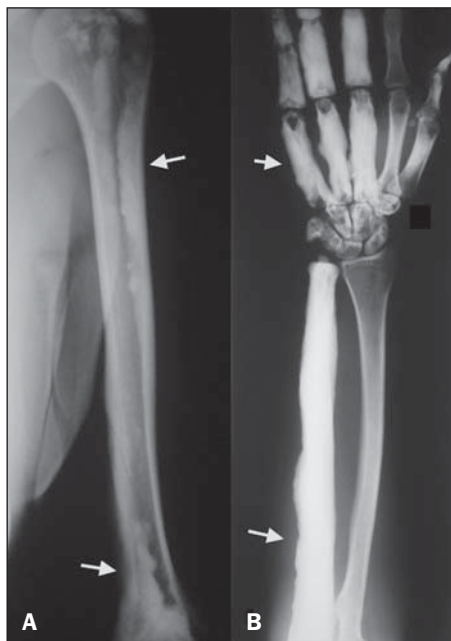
Radiografias do braço (A), antebraço e mão esquerdos (B) demonstrando a hiperostose da cortical, com aspecto de “cera de vela derretida” (setas).
